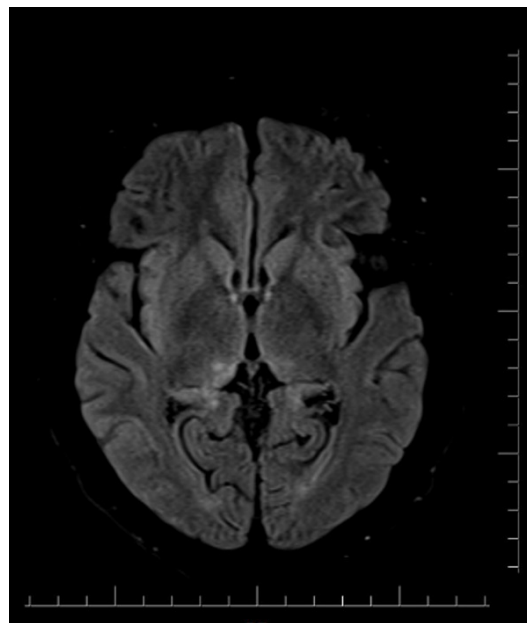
Imagen de resonancia cerebral simple en corte axial, secuencia FLAIR: alteración de la intensidad a nivel talámico basal postero medial bilateral.
